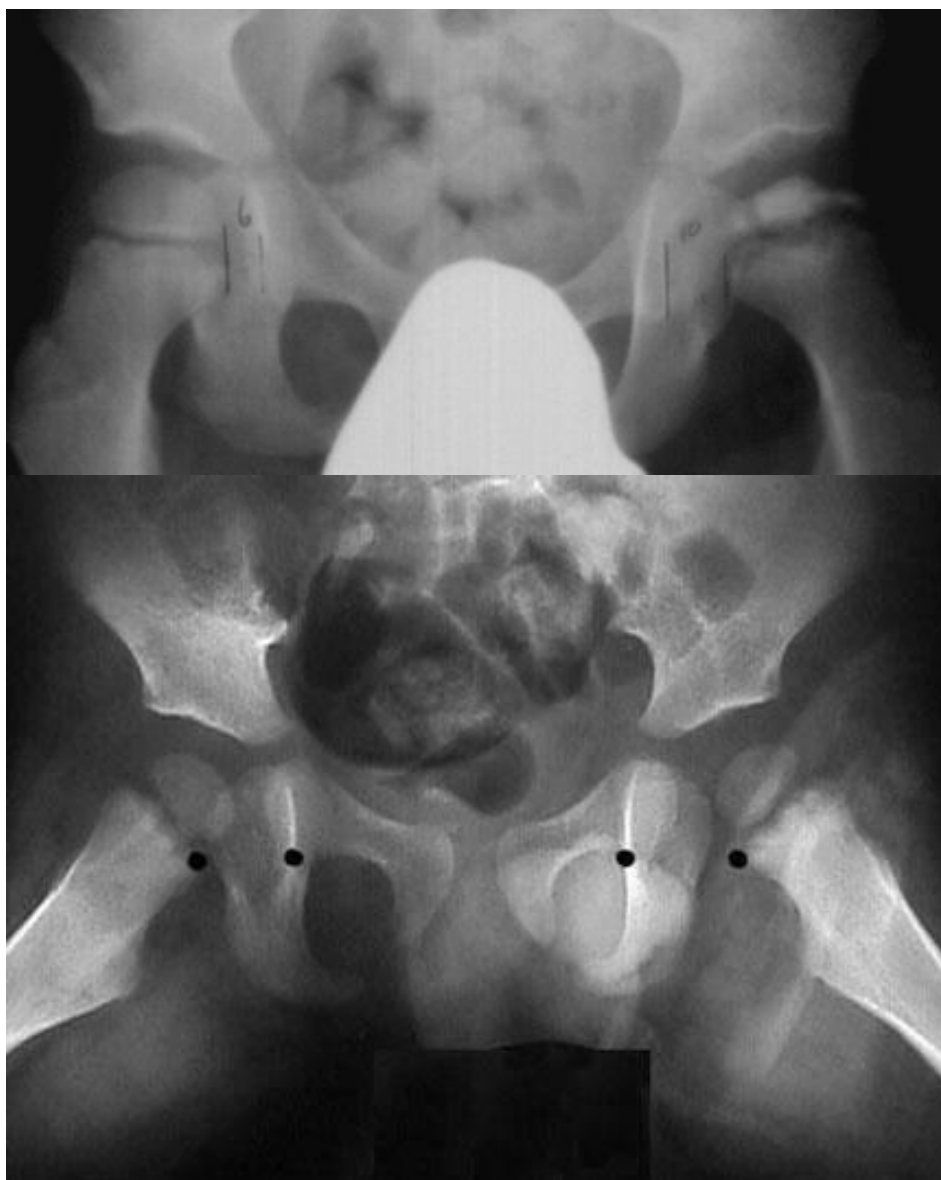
10. Radiografías de pelvis de dos pacientes diferentes con aumento de la distancia que separa la cabeza femoral izquierda de la cavidad cotiloidea medida a la altura del extremo de la imagen en lágrima. Debe compararse con la cadera opuesta, que es normal. Enfermedad de Perthes
